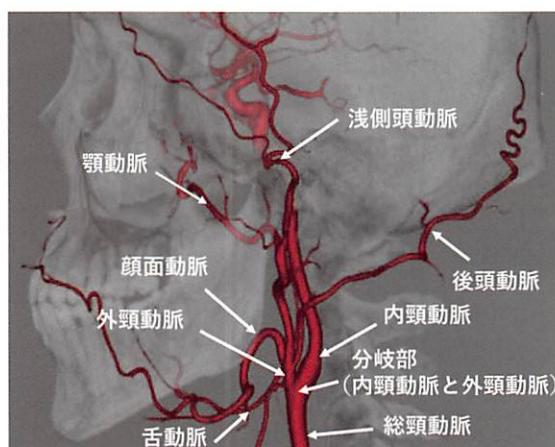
治療前検査の3D-CTA(参考文献2より引用改変)
